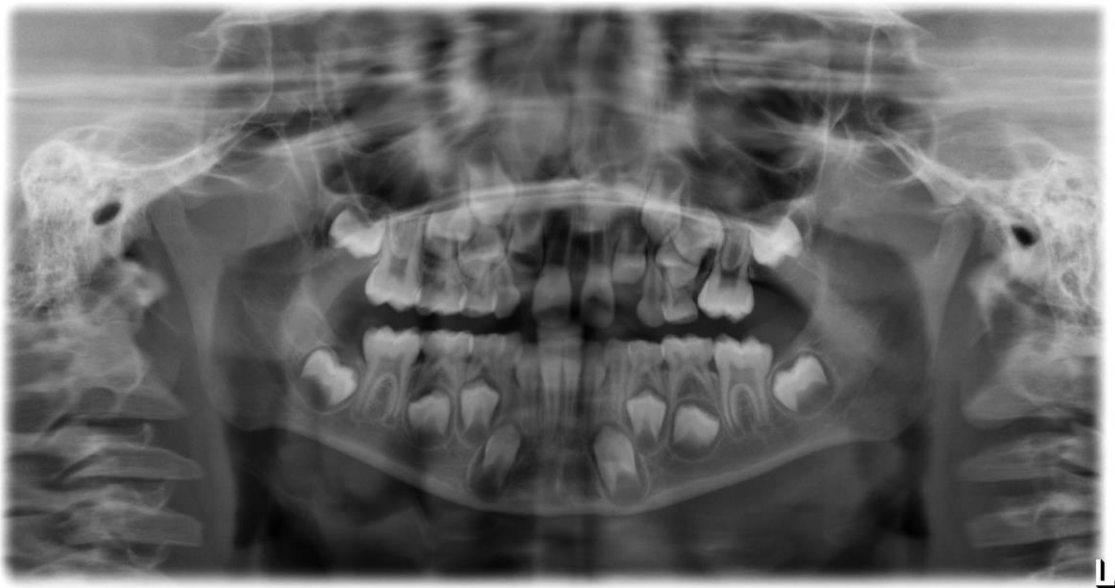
Ortopantomografia (30/10/2020)
